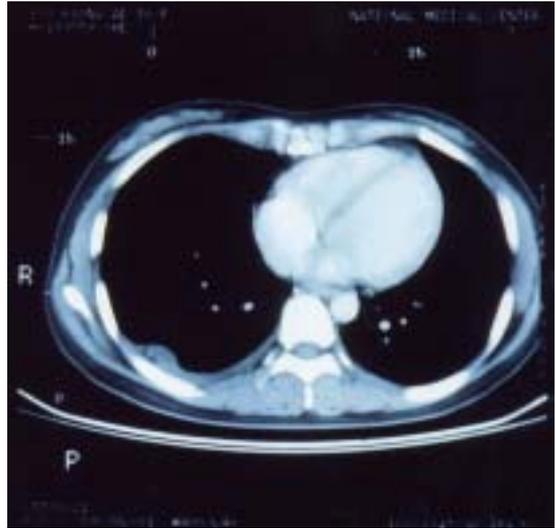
Axial enhanced chest CT scan. 2.5 x 1.0 cm sized broad based pleural mass in right mid thorax. Focal fat density (H.U.: -60~-70) within the mass.
